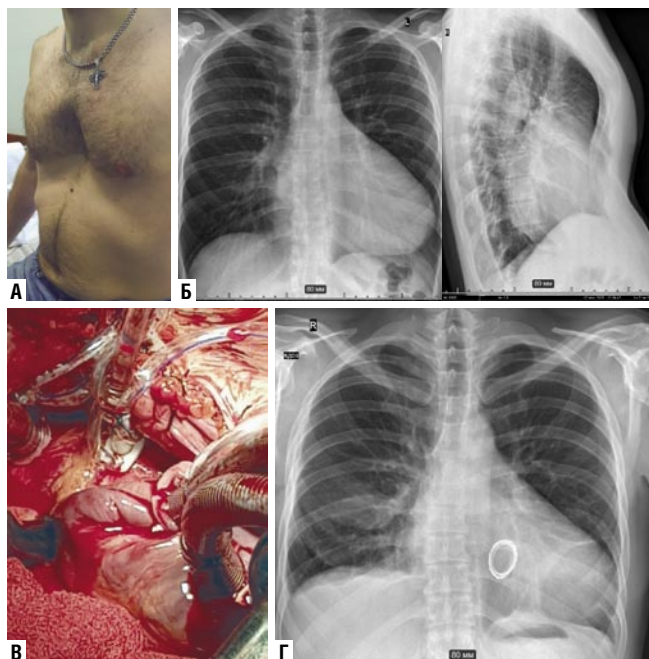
Правосторонняя ПБТТ у пациента с воронкообразной грудной клеткой: А — внешний вид больного, Б — дооперационные рентгенограммы (передняя и правая косая позиции); В — доступ к сердцу (хорошая экспозиция восходящей аорты и стенки ЛП); Г — послеоперационная рентгенограмма.
